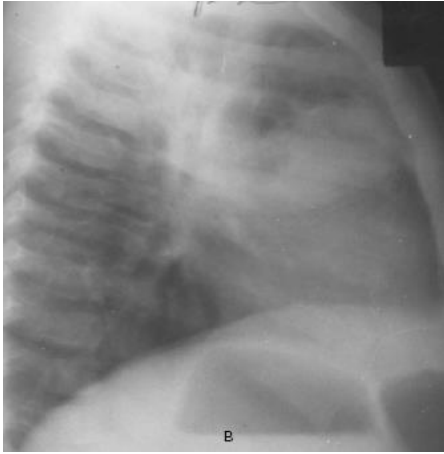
а, б, в — рентгенограми органів грудної клітки хворого 3., 4 міс., з інтервалом в 4 дні. Розвиток деструктивної пневмонії у верхній частці правої легені
